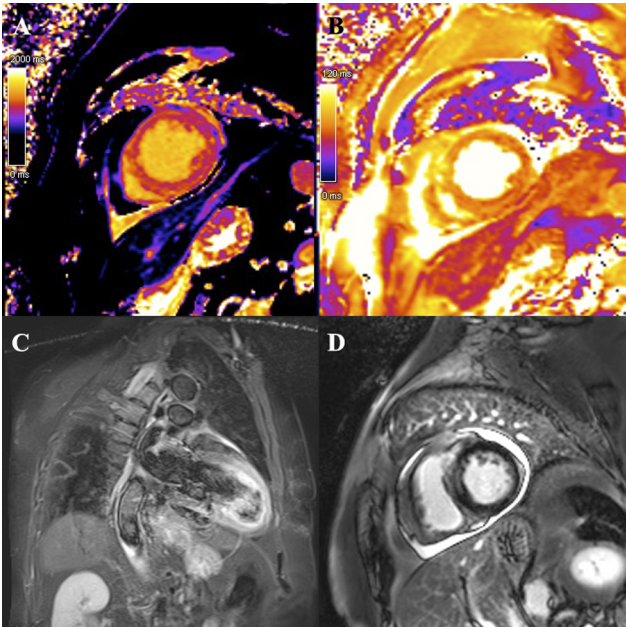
Resonancia magnética cardiaca en fase aguda de síndrome de Takotsubo. Los mapas T1 (panel A) y T2 (panel B) muestran valores difusamente aumentados (puntas de flecha blanca y flechas negras, respectivamente). La secuencia STIR confirma edema miocárdico, flechas blancas (panel C). No se observa realce tardío con gadolinio, hallazgo característico de ausencia de necrosis (panel D).
